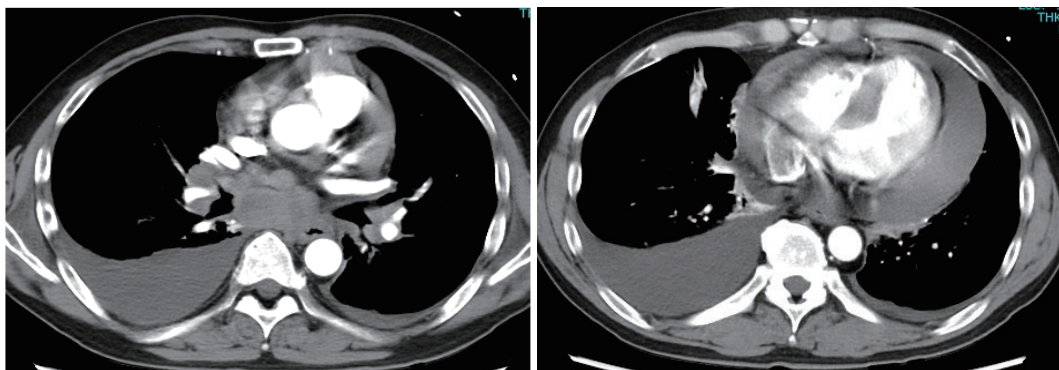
Compared to the initial examination, CT showed rapid worsening of lymph node enlargement, pleural effusion, and pericardial effusion, suggesting that cardiac tamponade had occurred.
